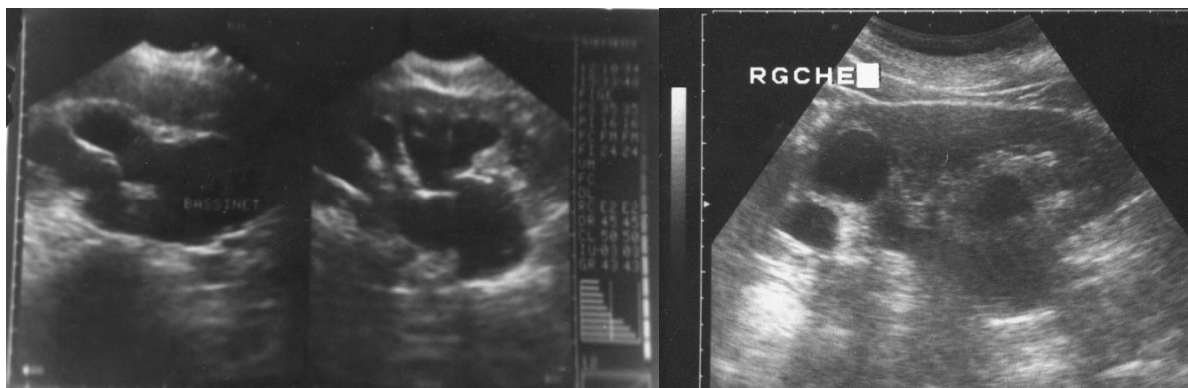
Aspect échographique chez un patient Figure 17 : Contenu échogène du pyélon
